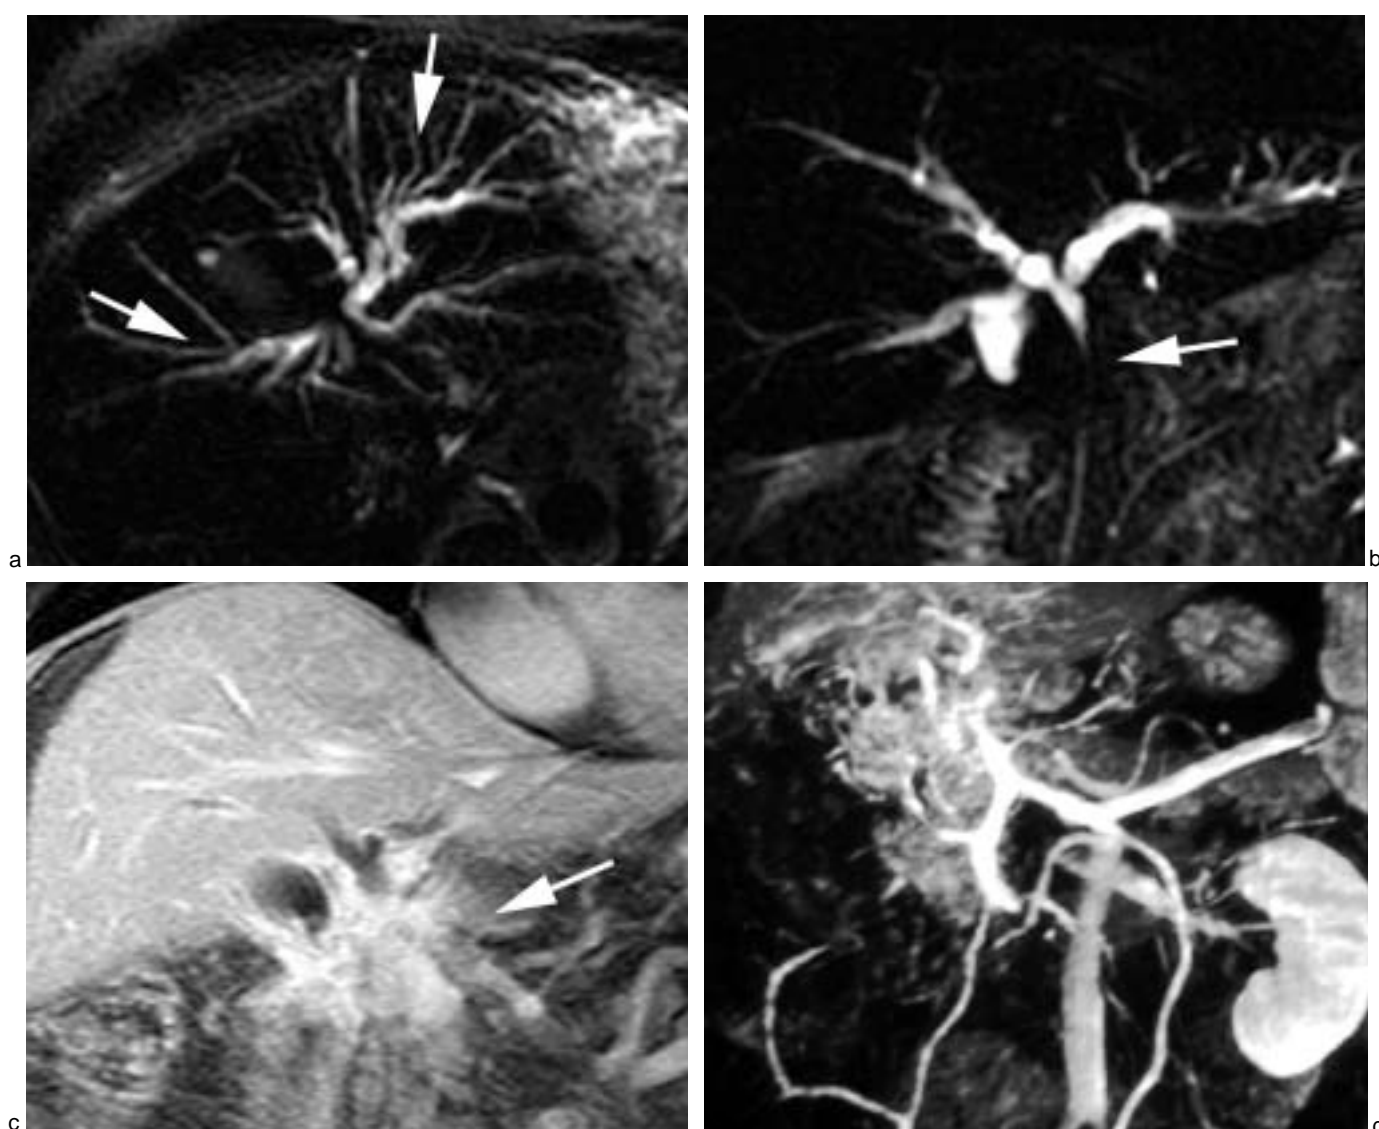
(a) Dilatation des VBIH (flèches), (séquence SS-FSE, coupe axiale de 20 mm d'épaisseur, TE eff 800 msec). (b) Sténose (flèche) longue et régulière de la voie biliaire principale, (séquence SS-FSE, coupe frontale de 20 mm d'épaisseur, TE eff 800 msec). (c) Prise de contraste tardive de la région pédiculaire correspondant à de la fibrose (flèche), (séquence FMP SPGR 20 minutes après injection de Gadolinium, coupe frontale de 10 mm). (d) Thrombose et cavernome portal, (reconstruction MIP de l'angio-IRM).
